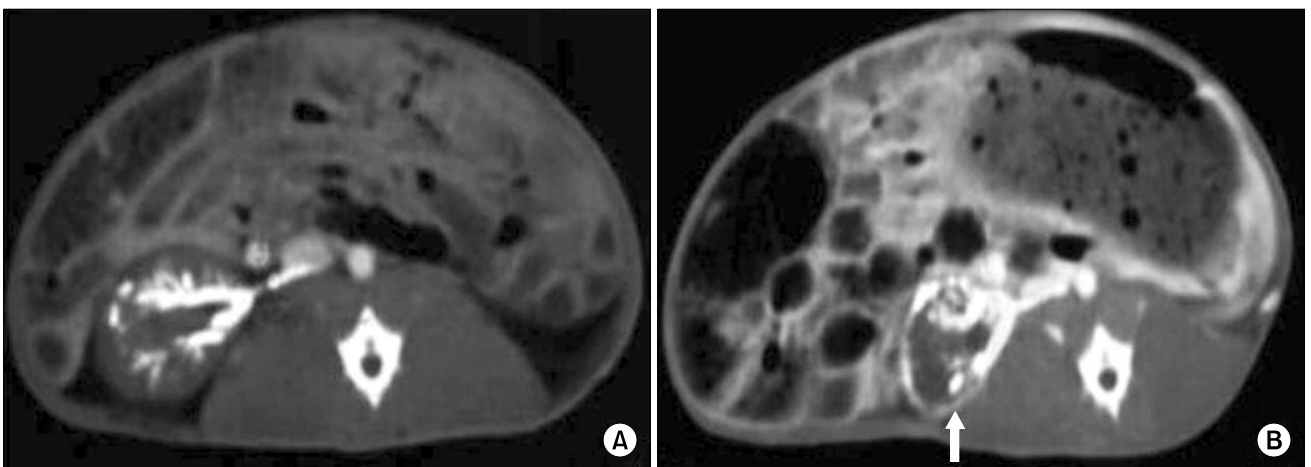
After embolization, post-contrast CT scans show no cortical rim sign in group A-1 (A) and a cortical rim sign (arrow) is seen in group A-3 (B).
